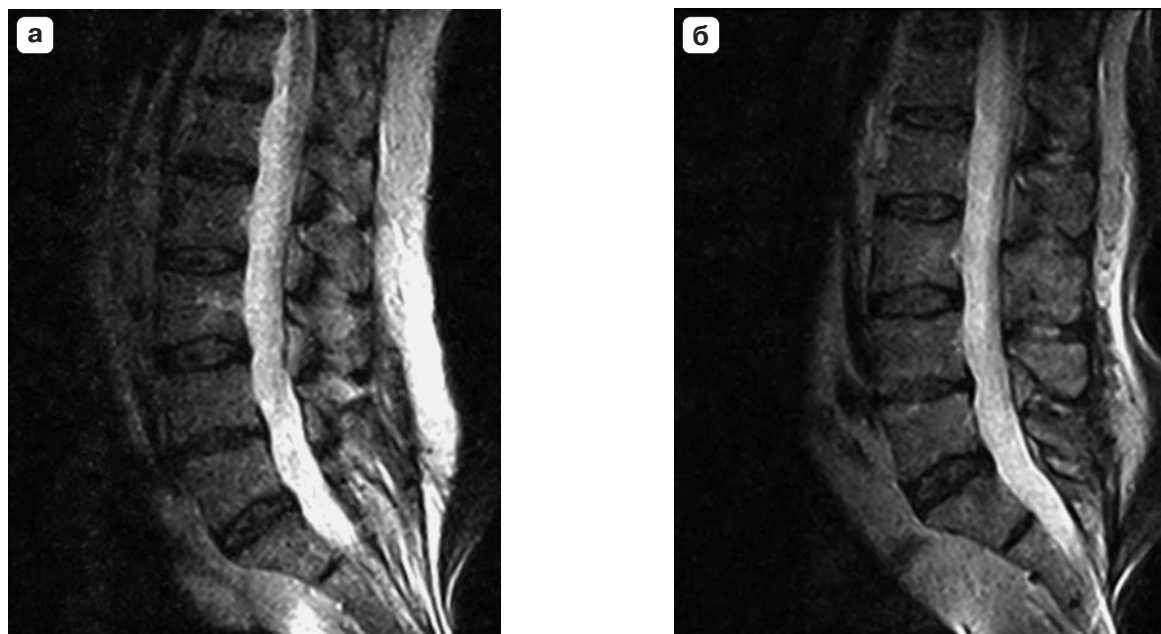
МР-томограммы поясничного отдела позвоночника, T2ВИ в сагиттальной плоскости положении лежа (а) и при вертикализации (б). При вертикализации отмечается выпрямление физиологического лордоза.
